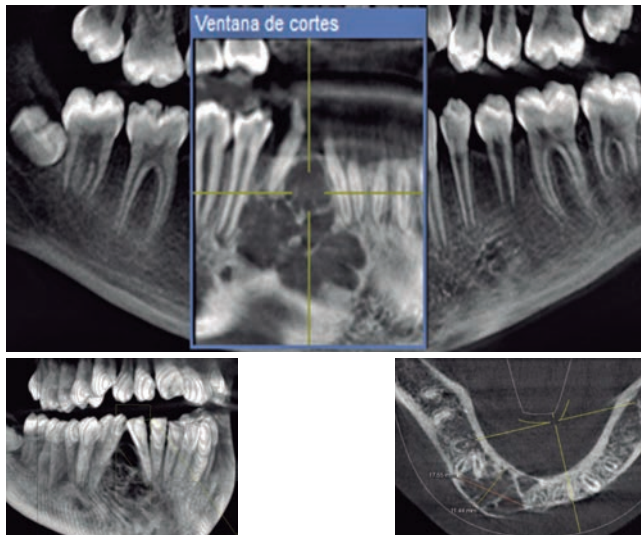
Tomografía axial computarizada que exhibe el desplazamiento dental y expansión de las corticales óseas.
